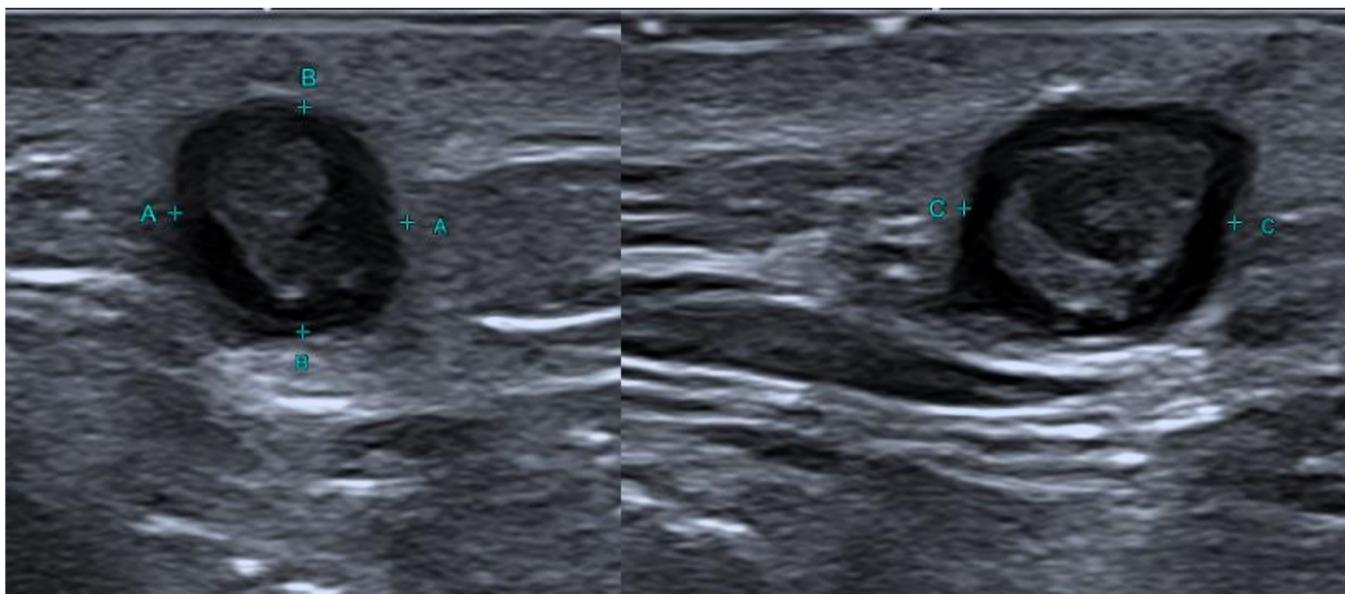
Ecografía: Nódulo sólido de aspecto heterogéneo bien definido, sin aumento significativo de la vascularización y con tracto fibroso dirigido superficialmente hacia la epidermis.
